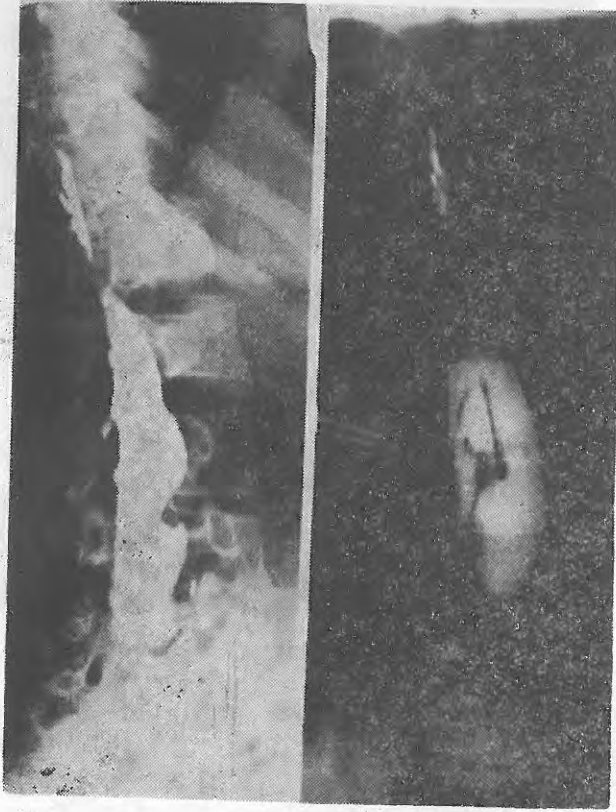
Myelografide geniş sak dikkatli çekmektedir.
